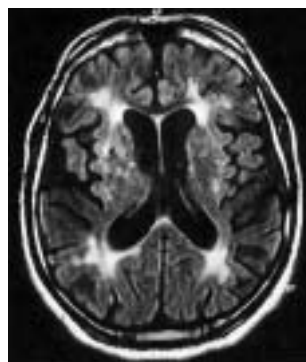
MRI (FLAIR-Wichtung) bei SAE-Demenz mit konfluierender Marklagerpathologie, multiplen Lakunen und erheblicher Atrophie.
